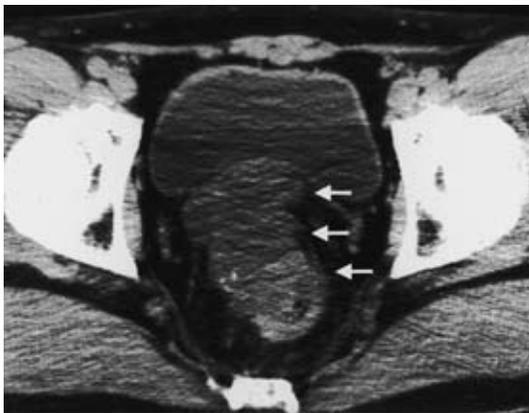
CT scan showed an extraluminal growth tumor at rectum.
